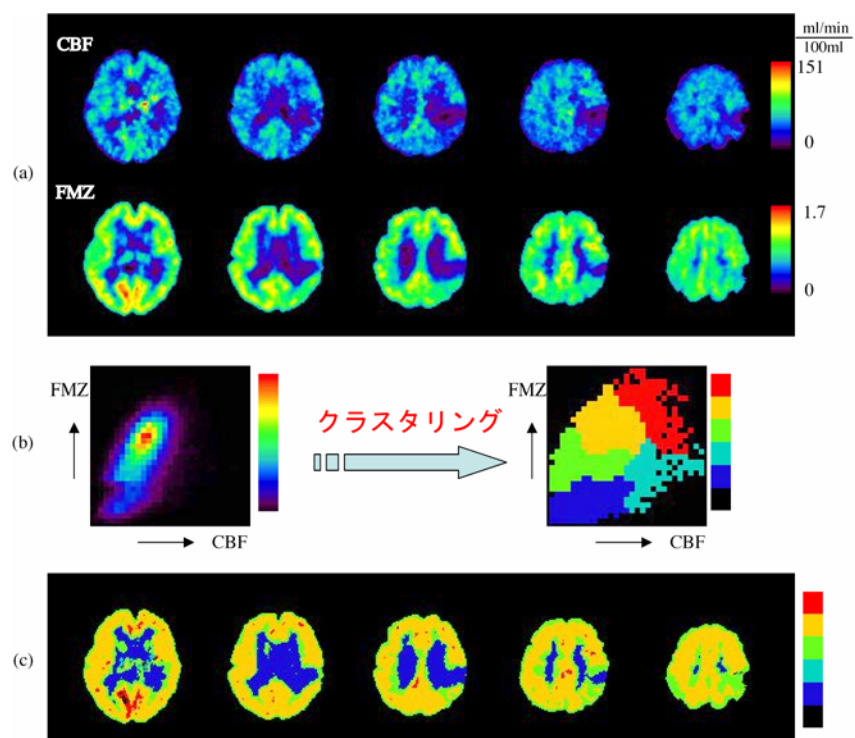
脳血管障害患者症例1:(a)CBFとFMZのPET画像。(b)画素単位での相関(左)とクラスタリングした相関マップ(右)。(c)元の横断面像に投影し作成された相関クラスター画像。
